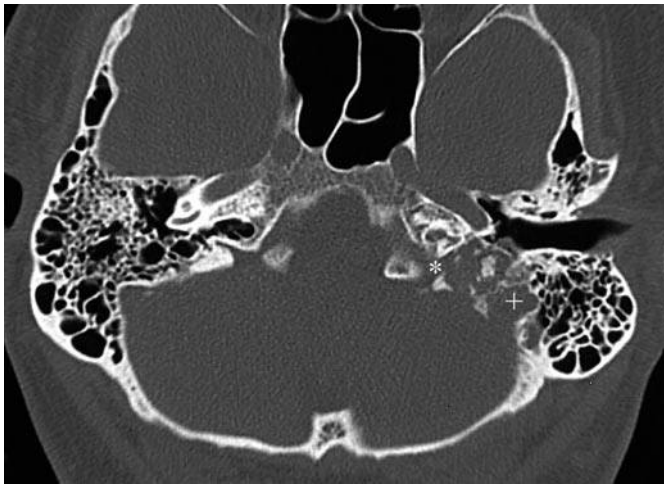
Axiales präoperatives CT von Pat. B. W. mit einem ELST-Typ C. Das Knochenbett des Sinus sigmoideus (+) und des Aquäduktus cochleae (\*) sind linksseitig bereits knöchern destruiert.
